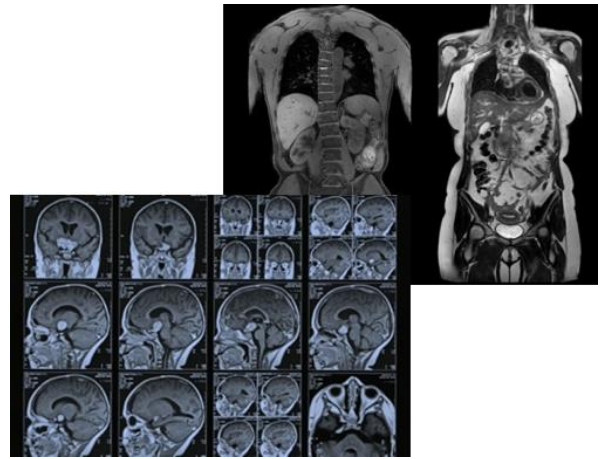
Томограми тулуба і черепа людини при МРТ
